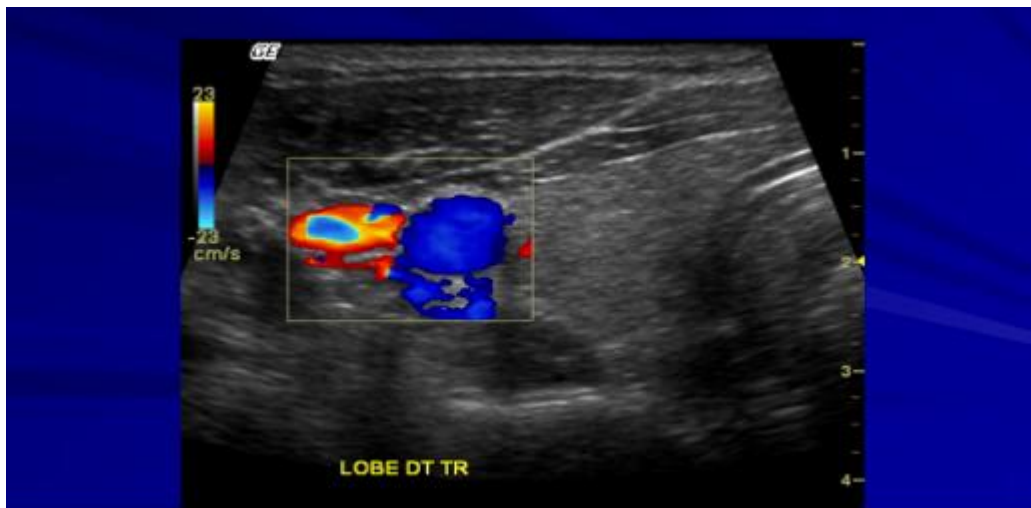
coupe d'échographie: axe jugulo carotidien : recherche de ganglions
